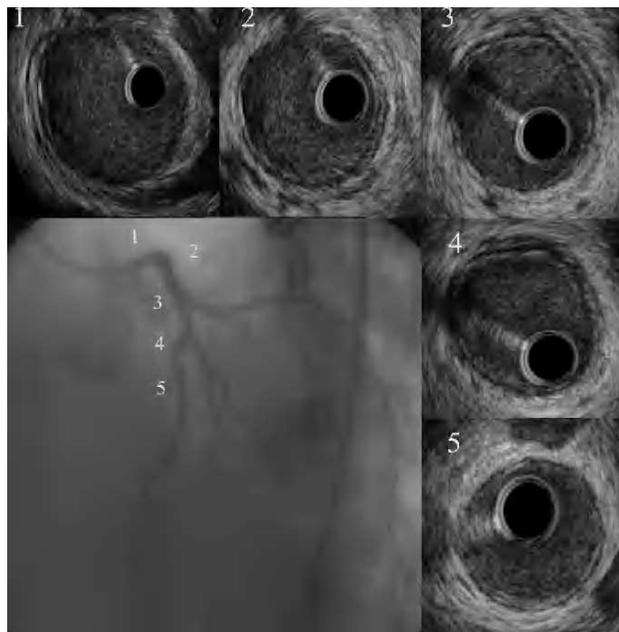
Coronariografía y ecografía intracoronaria, realizadas 18 días tras el ingreso, que muestran el sellado espontáneo de la disección y la reabsorción del hematoma intramural.
